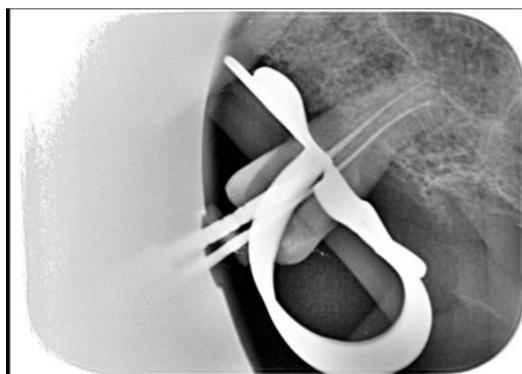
Radiografía conductimetría.
